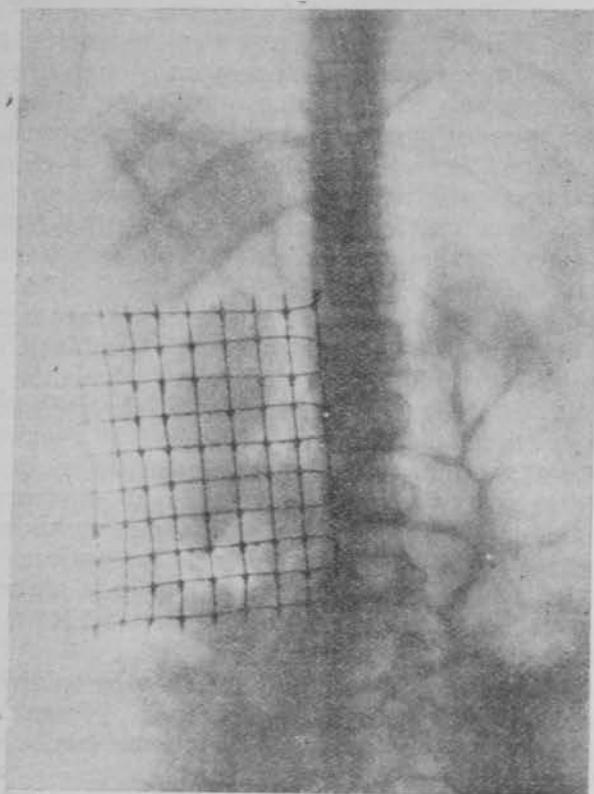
Radiografía tomada con la rejilla metálica en posición. Obsérvese la sombra renal visualizada mediante el retroneumoperitoneo.
